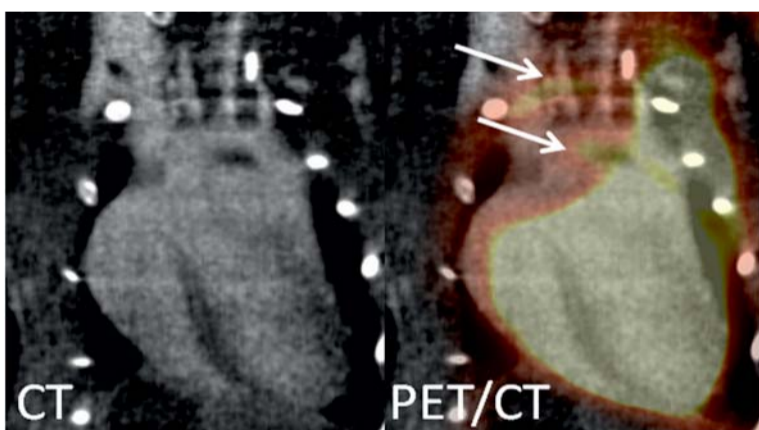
Herz einer Maus. Das CT (links) zeigt Herz und Gefäße (hellgrau). Das überlagerte Bild der PET (rechts, gelb/rot) zeigt neben der normalen Anreicherung des FDG-Tracers zwei entzündliche Arteriosklerose-Herde in der Aorta und der Halsschlagader (Pfeile).
